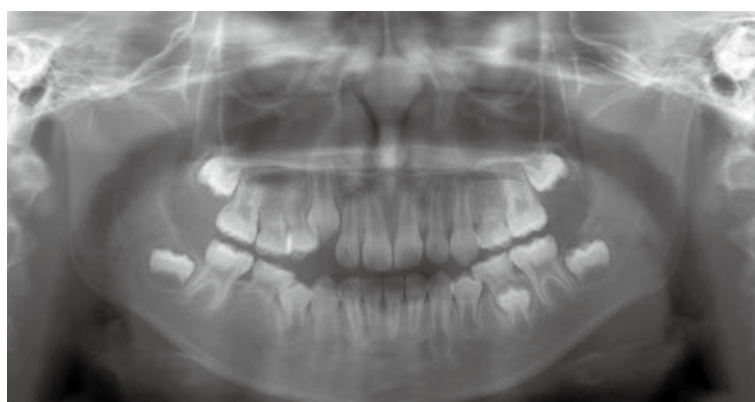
Panoramic radiograph at the age of 5
